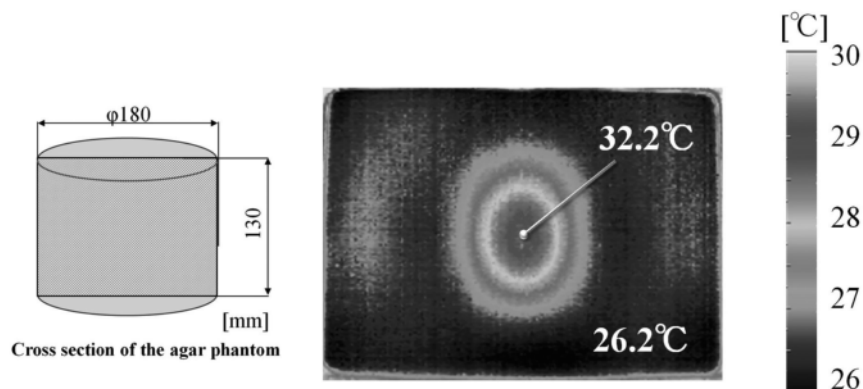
Thermal image using the resonant cavity applicator. (Heating power : 50 W, Heating time : 10 min, Resonant frequency : 349.3 MHz)
